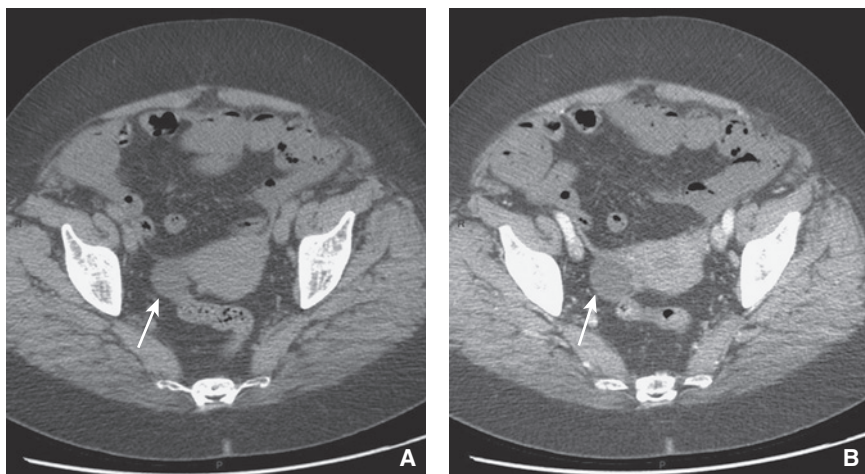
Signo precoz de isquemia mesentérica en la angio-TC: ausencia de realce parietal (flechas).
